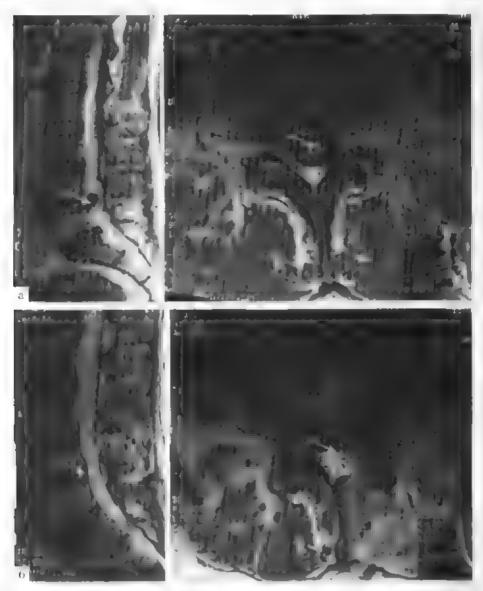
Центральная трыжа диска $L_{\rm IV}$ – $L_{\rm V}$ МРТ до (a) и после операции (b)
